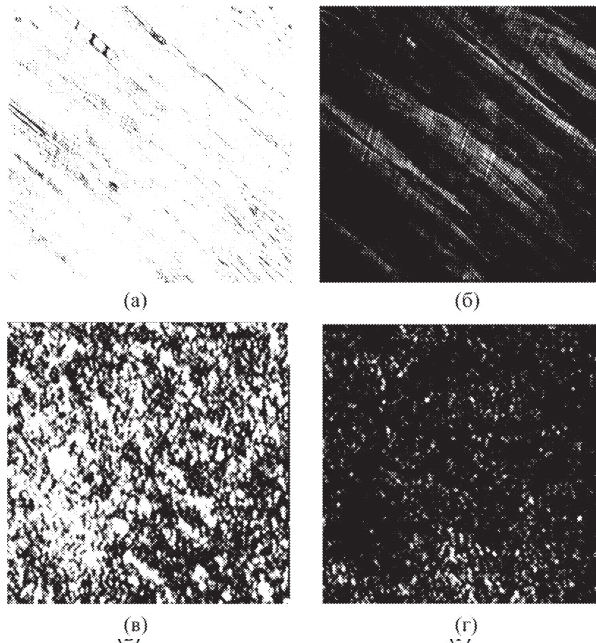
Поляризаційні зображення КТ (а, б) та ТБ (в, г) у співосних (а, в) і перехресних (б, г) поляризаторі-аналізаторі відповідно
